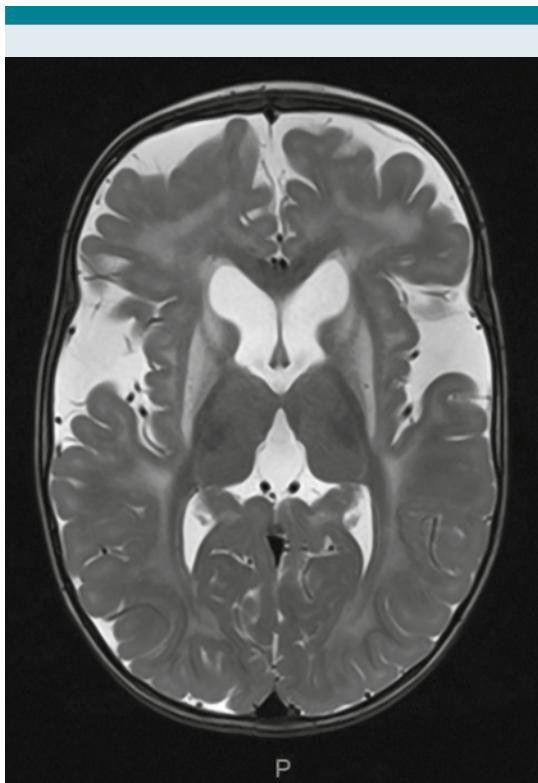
Resonancia magnética cerebral, secuencia T2 en adquisición axial. Se aprecian surcos y cisuras prominentes de forma generalizada, con predominio a nivel de la cisura de Silvio bilateral, con extensión temporal; disminución de las dimensiones y aumento en la intensidad de señal a nivel del globo pálido, putamen y núcleo caudado bilateral.
